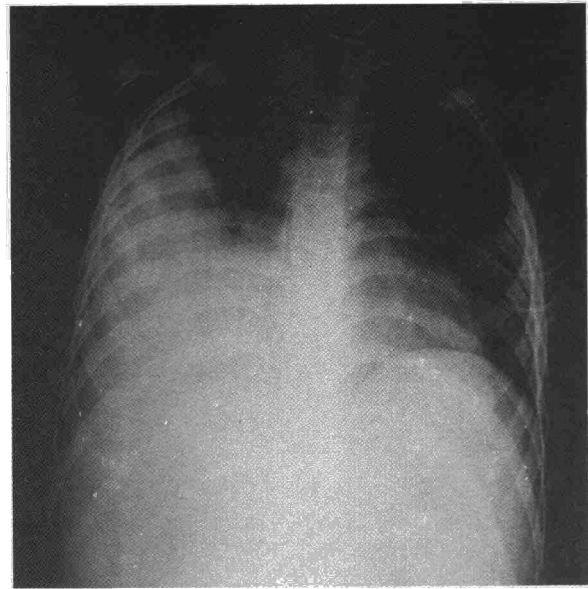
Radiografía posteroanterior de tórax también correspondiente al caso n.º 2, pero en estadio evolutivo. Muestra extenso derrame pleural derecho y condensaciones alveolares en lóbulos medio e inferior derechos.
